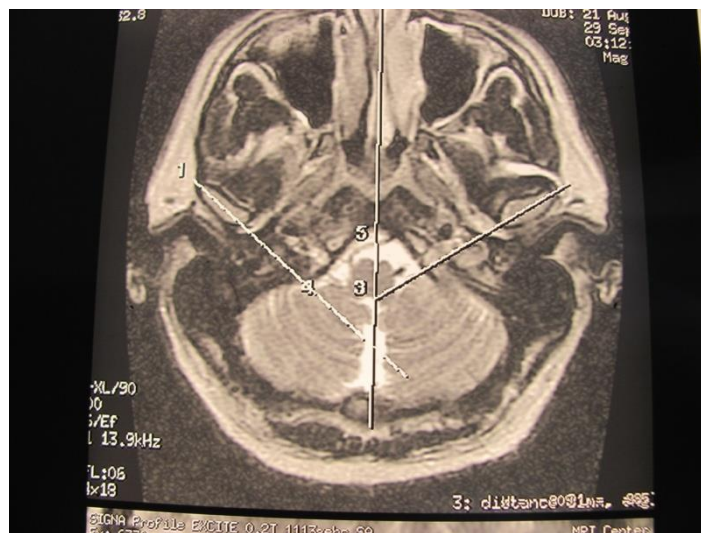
Магніто-резонансна томограма голови пацієнта М., 36 роки, амб. карта 44/л. Поперечний зріз на рівні суглобових головок. Визначається їх різне за висотою розташування в суглобових ямках, розширення суглобової щілини справа (дислокація), звуження зліва (компресія). Діагноз: компресійно-дислокаційна дисфункція СНЩС легкого ступеня - компресія зліва, дислокація справа.
